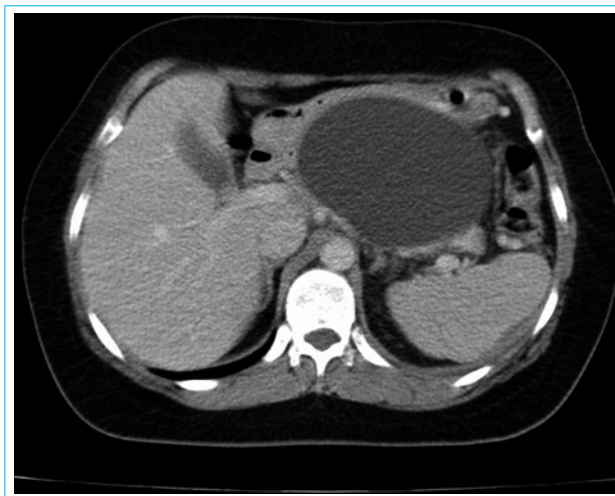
КТ-изображение ПНК ПЖ в артериальную фазу исследования
